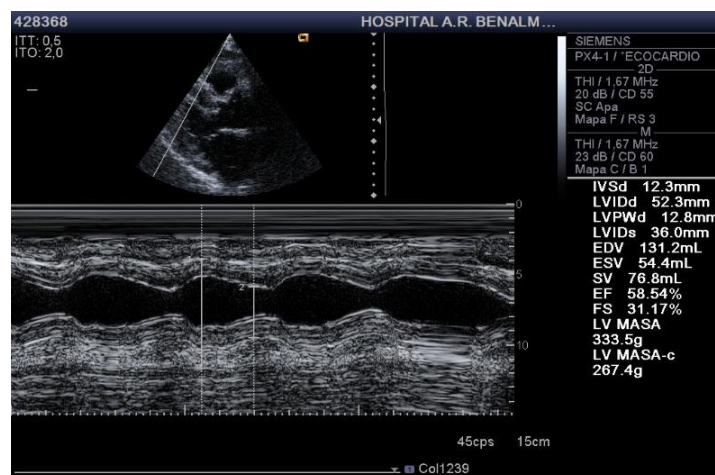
Ecocardiografía. Modo M. Hipertrofia ventricular izquierda.
